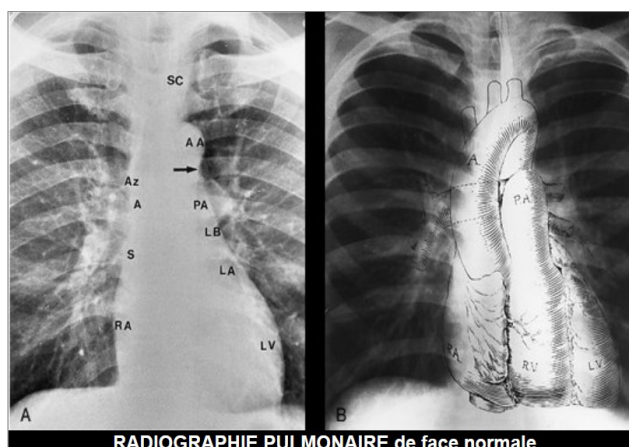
radiographie de thorax normale
